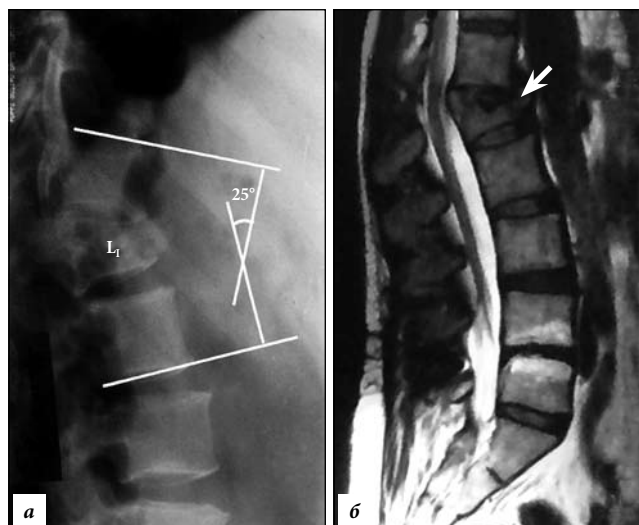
До операции (поясничный отдел позвоночника): а – боковая спондилограмма (кифотическая деформация); б – сагиттальная томограмма (стрелкой указан 1-й поясничный позвонок).
